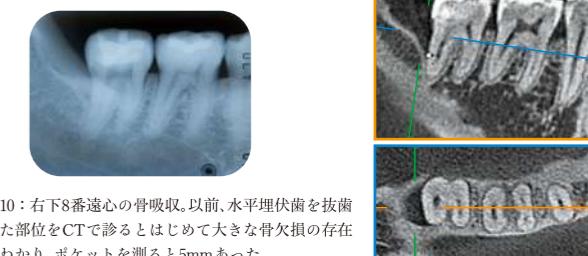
右下8番遠心の骨吸収。以前、水平埋伏歯を抜歯した部位をCTで診るとはじめて大きな骨欠損の存在がわかり、ポケットを測ると5mmあった。
